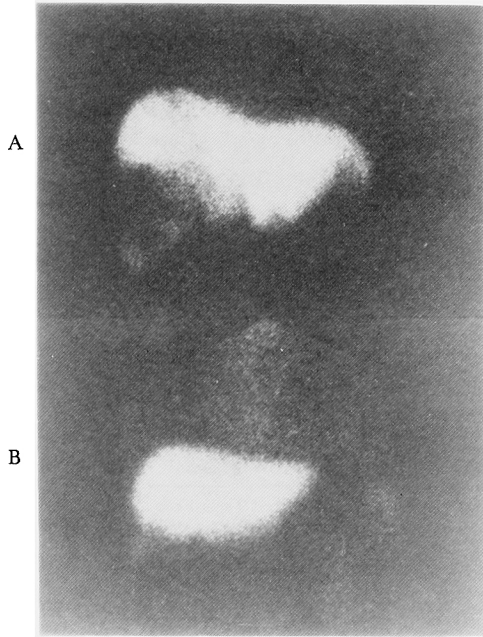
A. Liver scintigraphy showed enlarged irregular liver.
